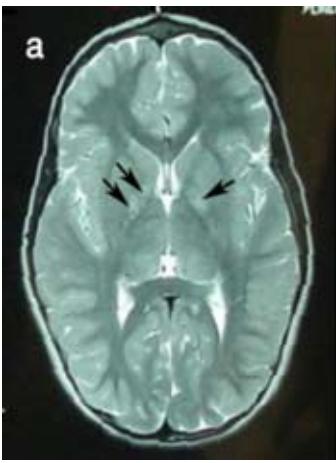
IRM encéphalique
